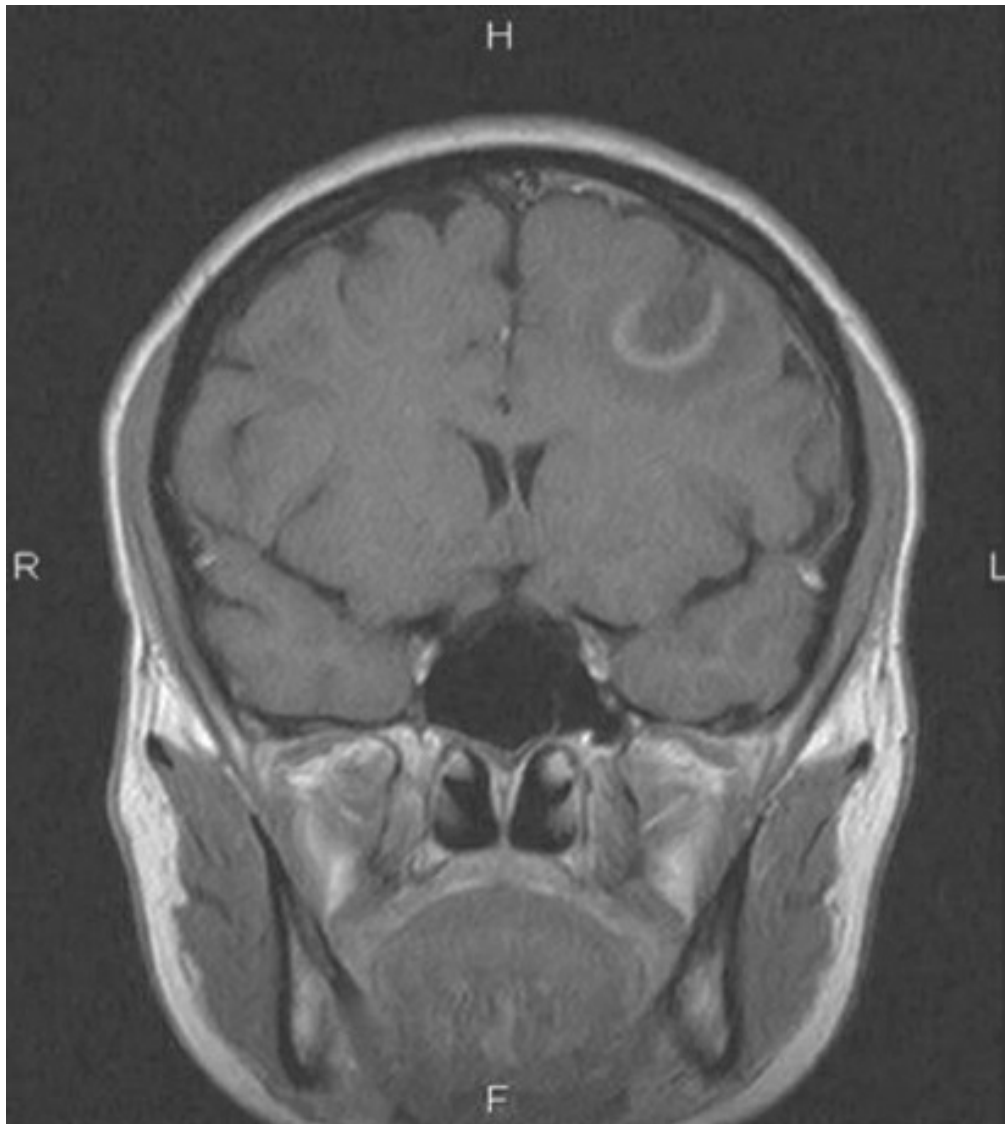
RMN coronal ponderada en T1 tras la administración de contraste.
